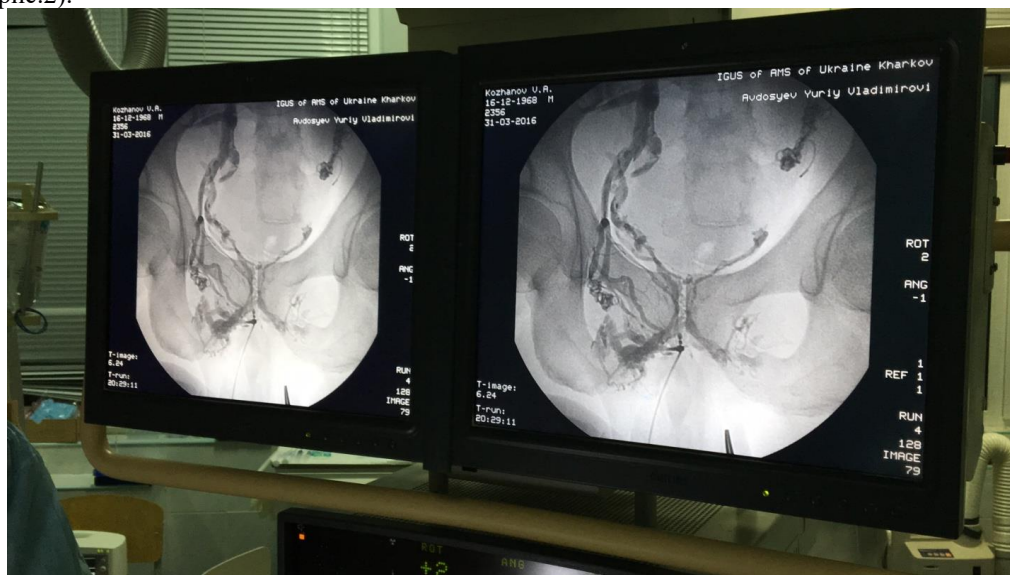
Выполнение динамической перфузионной рентгенографии, эмболизация патологических сосудов окклюдизирующими спиралями.
